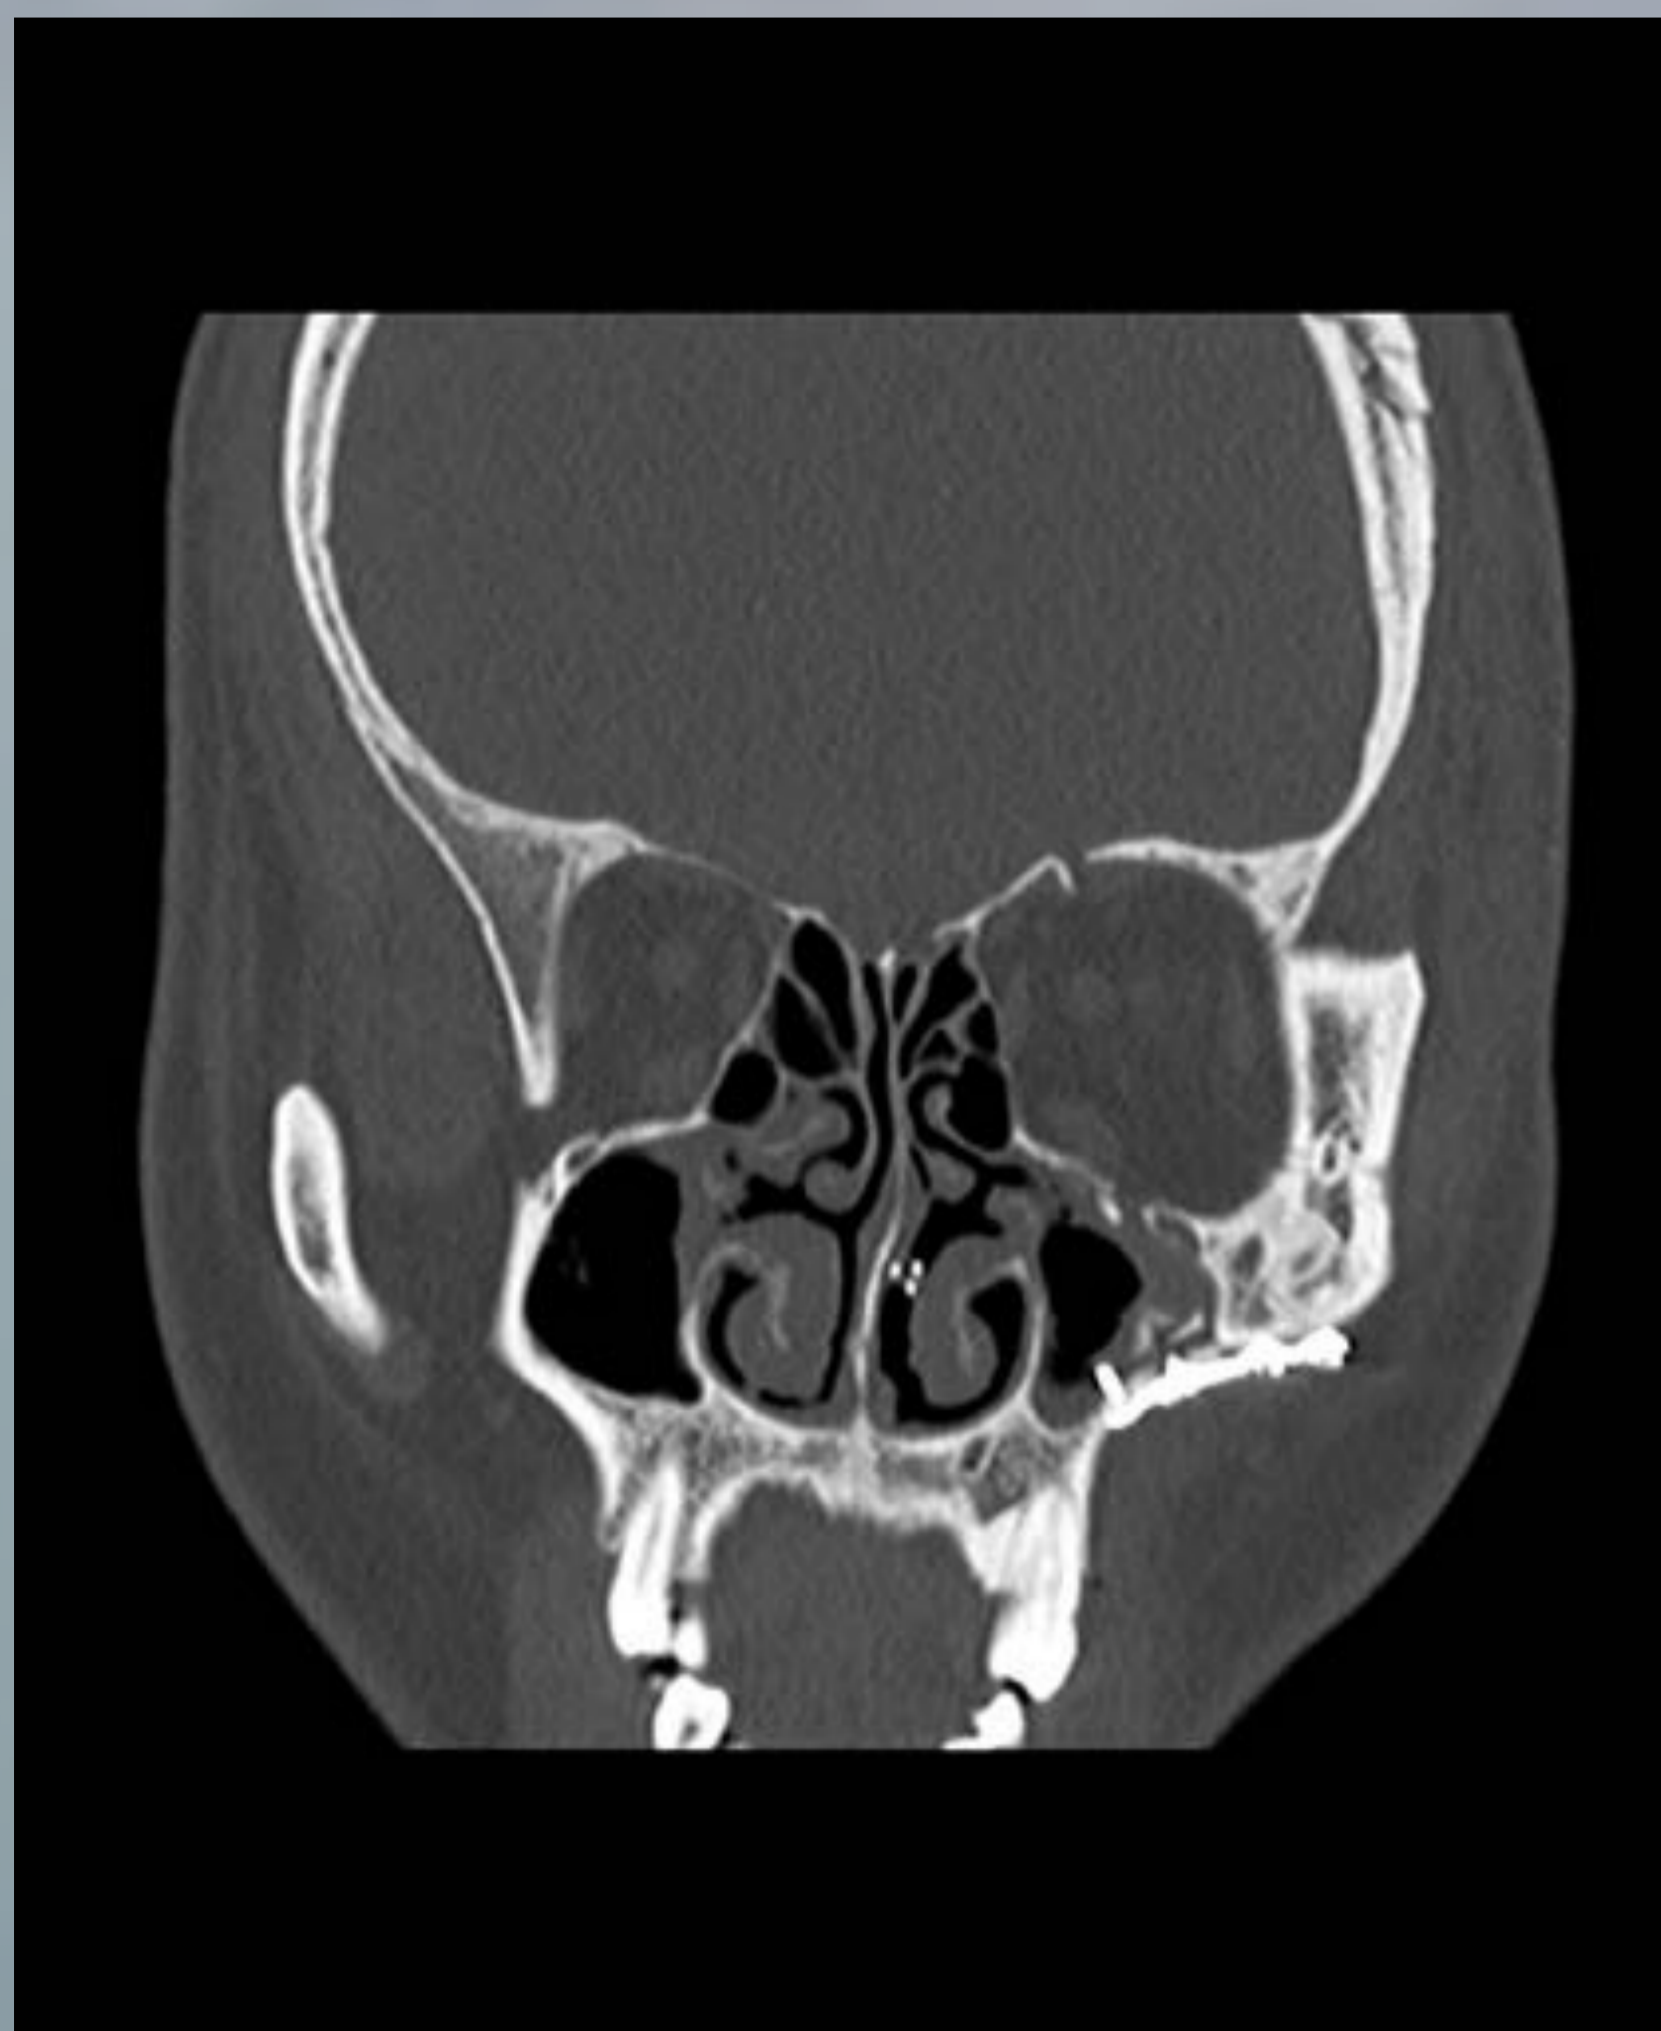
TC corte axial en ventana de hueso y reconstrucciones 3D, tras reparación quirúrgica mediante placas y tornillos de fractura del complejo cigomático maxilar. También se observan trazos de fractura en hueso frontal, suelo de la órbita y maxilar izquierdos.
